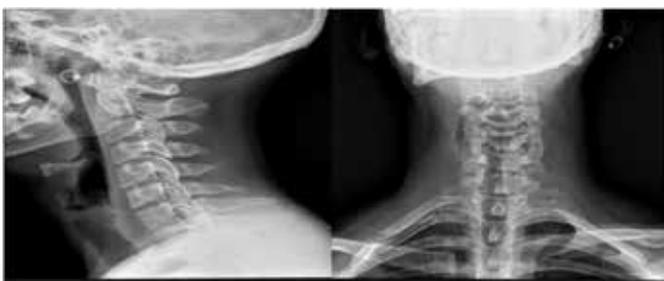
Radiografía de tórax nas duas incidências, apresentando um encurtamento da primeira costela
